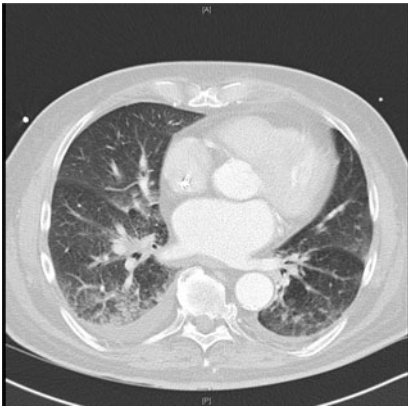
▲ Thorax-CT nativ: Neben schmalen Pleuraergüssen beidseits zeigen sich dorsal betonte Milchglastrübungen in allen Lungenlappen, die suspekt für pulmonale Hämorrhagien bzw. (weniger wahrscheinlich) ein alveoläres Ödem sind
